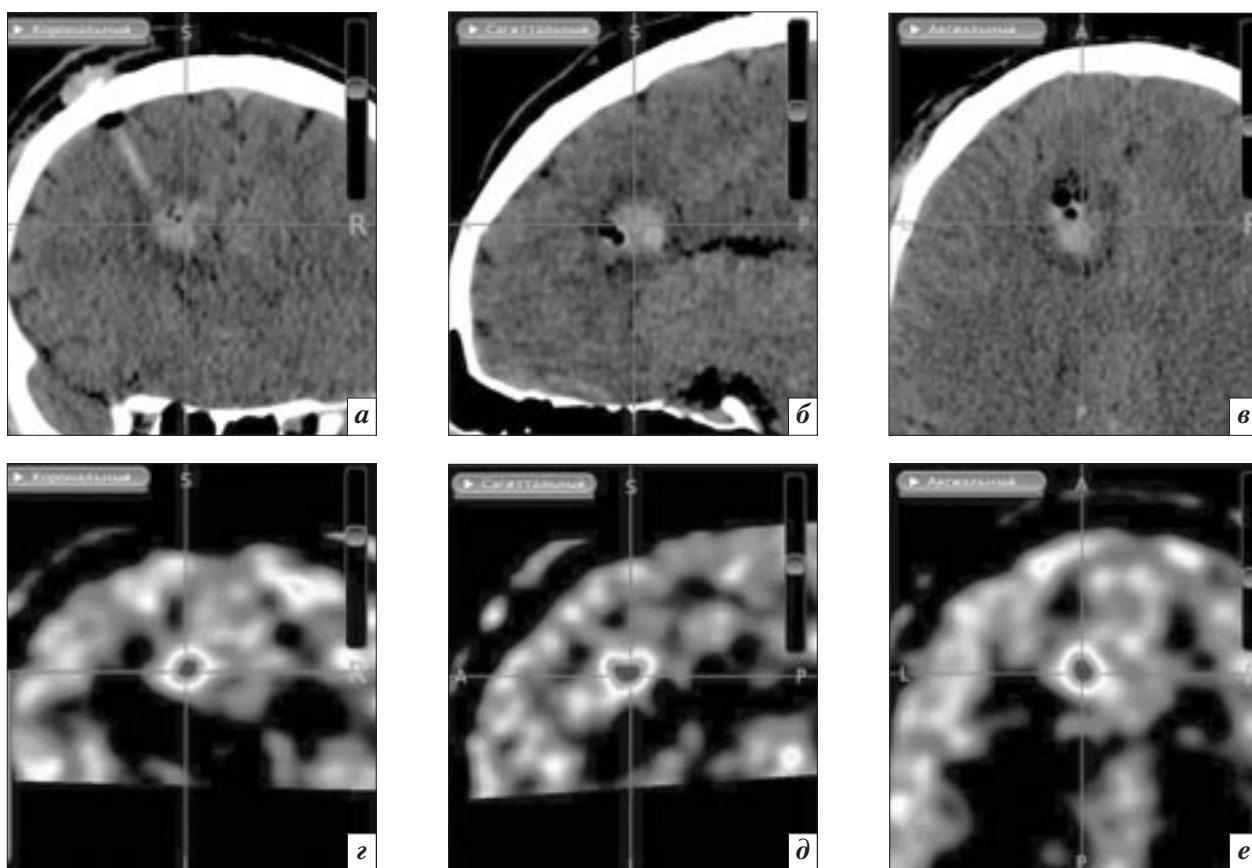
Контроль результата стереотаксической криодеструкции опухоли парасагиттальных отделов левой лобной доли. Корегистрированные изображения: сверху – послеоперационная КТ (*а* – корональная плоскость; *б* – сагиттальная плоскость; *в* – аксиальная плоскость), внизу – дооперационная ПЭТ с ^{11}C -метионином в тональности «rainbow» (*г* – корональная плоскость; *д* – сагиттальная плоскость; *е* – аксиальная плоскость). Отмечено полное перекрытие очага накопления радиофармпрепарата зоной послеоперационного крионекроза
